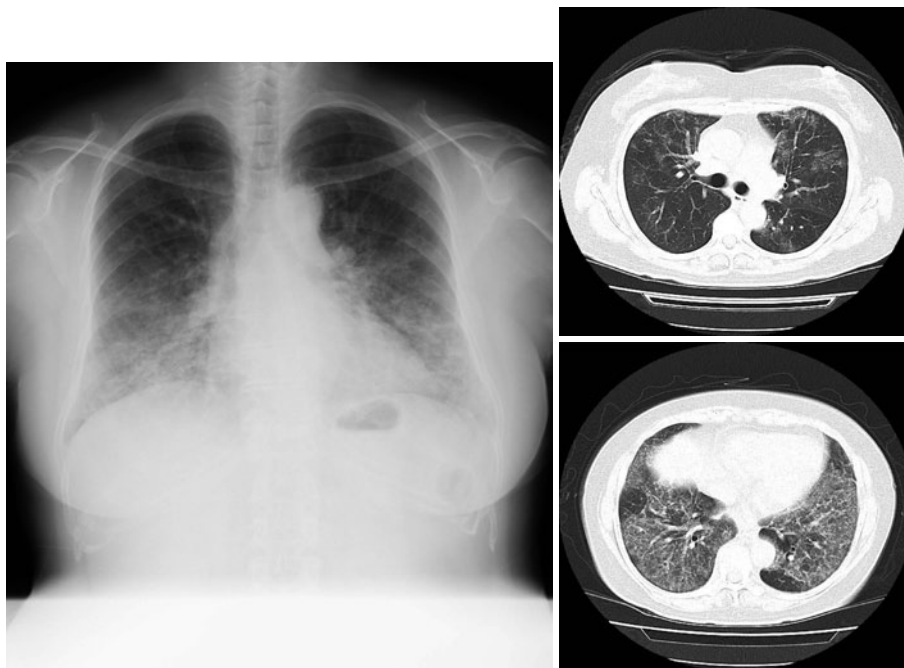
Chest plain X ray and CT scan on the first admission shows bilaterally patchy areas of ground-glass opacity in the lower lung.
